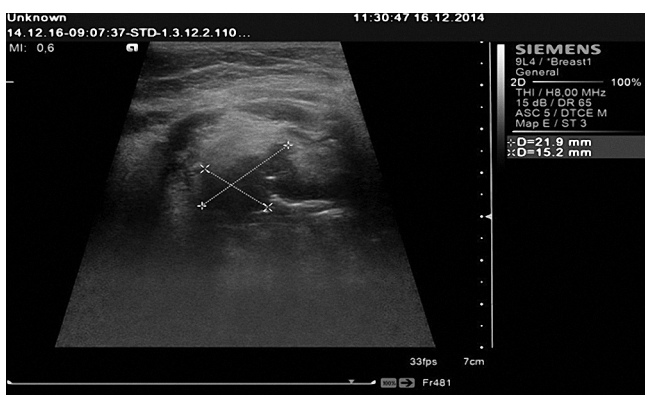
Ультразвуковая томограмма опухоли языка. Транскутантный доступ из подчелюстной области – глубина инвазии 15.2 мм
